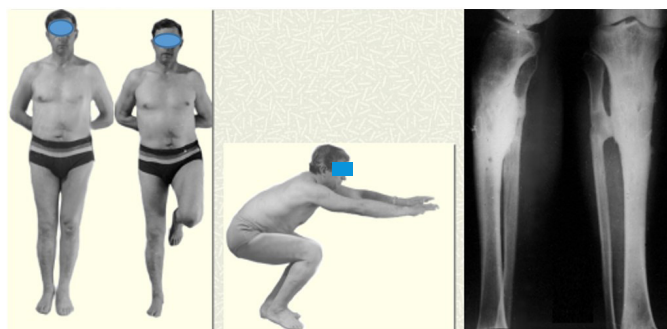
Фото пациента и его рентгенограмма после окончания лечения
